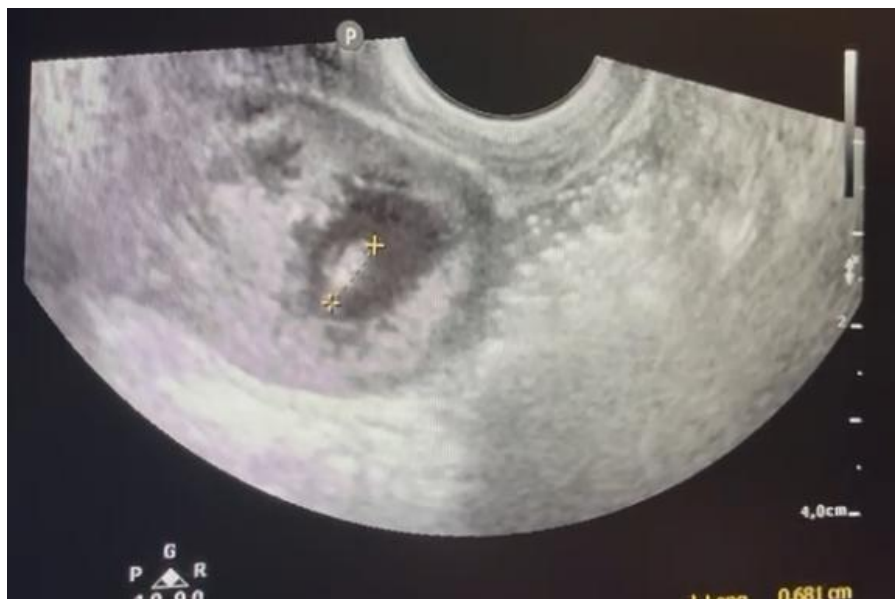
Ecografía transvaginal en la que se observa gestación intersticial con longitud cráneo-caudal (CRL) de 0.681 cm.
